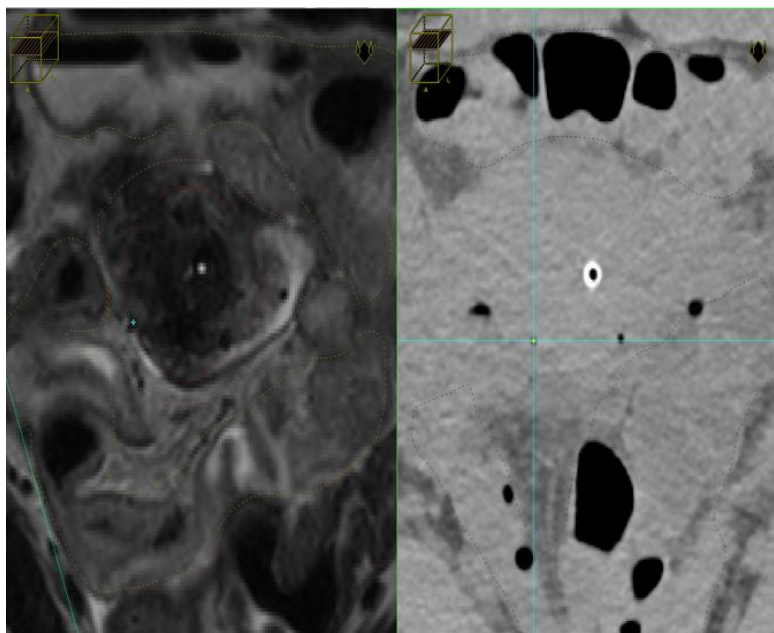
Medida del desplazamiento de una aguja. A la izquierda, imagen de RM sobre la que se planificó. A la derecha, imagen de CT del segundo día de tratamiento.
